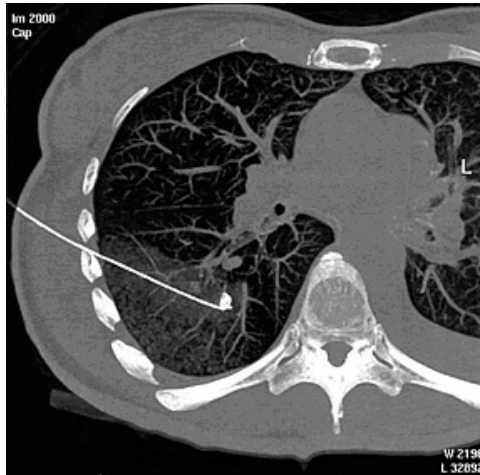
Rekonstruktionstechnik im Mehrschicht-CT: MIP aus einer 2 cm dicken Schicht
